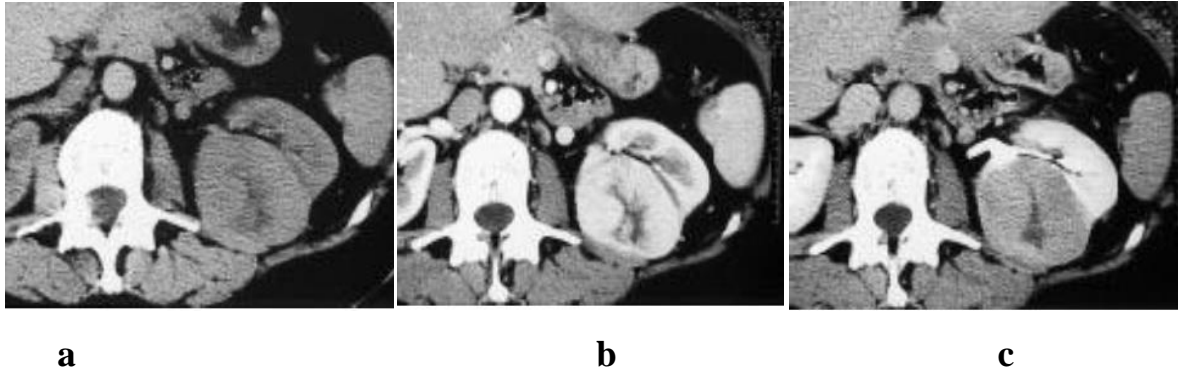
a ,b,c: Aspect TDM typique de l'adénome oncocyttaire. [14]
